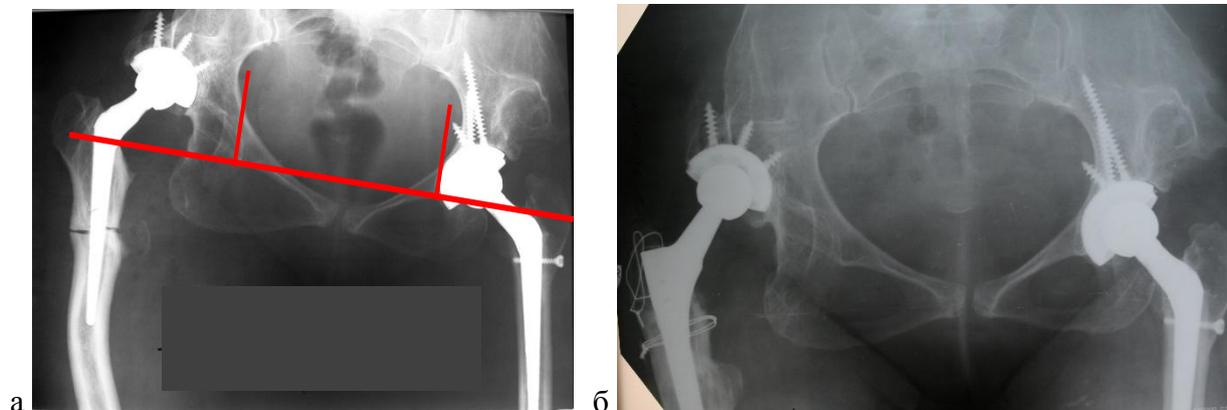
Рентгенограммы пациентки Г., 53 лет: а – после операции: длина конечностей одинакова, варусная деформация правой бедренной кости  $10^\circ$ , центр ротации справа смещен на 3,5 см вверх и на 5 см кнаружи; б – после ревизии: устранена дистальная деформация, еще более увеличен офсет
